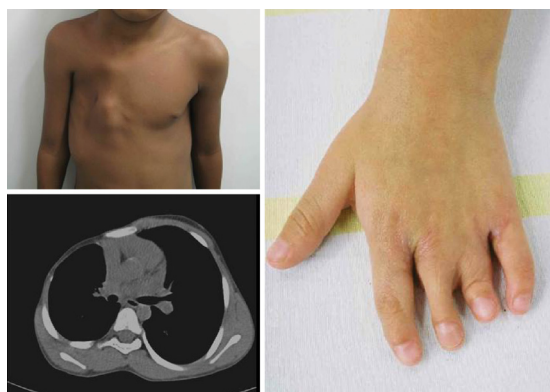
Exemplo de caso de associação de Síndrome de Poland, braquissindactilia e deformidade torácica, com exame de tomografia do tórax (abaixo), e a braquissindactilia, já corrigidos dois espaços interdigitais (à direita).
